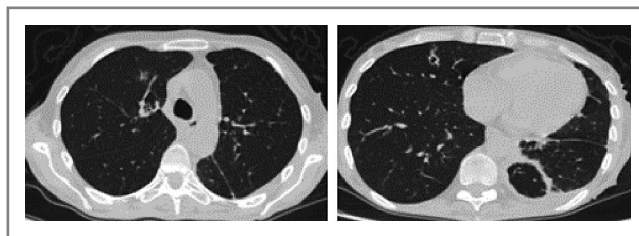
КТ ОГК: очаговые изменения легких с деструкцией у пациентки О.
